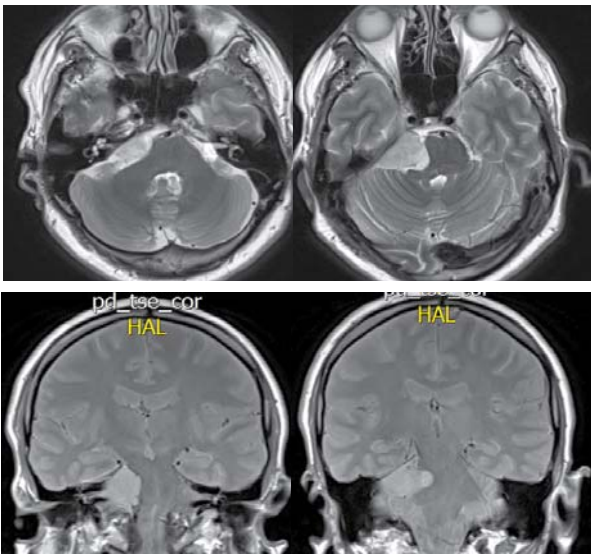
The performed brain MRI.
